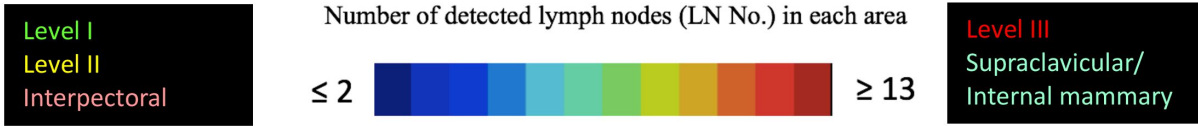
Farbkodierter Atlas der positiven Lymphknotenmetastasen: Aus allen 580 FDG/PET-CT positiven Lymphknotenmetastasen wurde ein farbkodierter Atlas erstellt. Abbildungen 15a-i zeigen axiale CT – Schnittbilder aus diesem Atlas, die „hot spots“ sind farblich kodiert darstellt. Die farbliche Abstufung wird am Balken oberhalb der Schnittbilder veranschaulicht. Die rot gefärbten Areale stellen die Gebiete mit den meisten Lymphknoten an einer Stelle dar.
